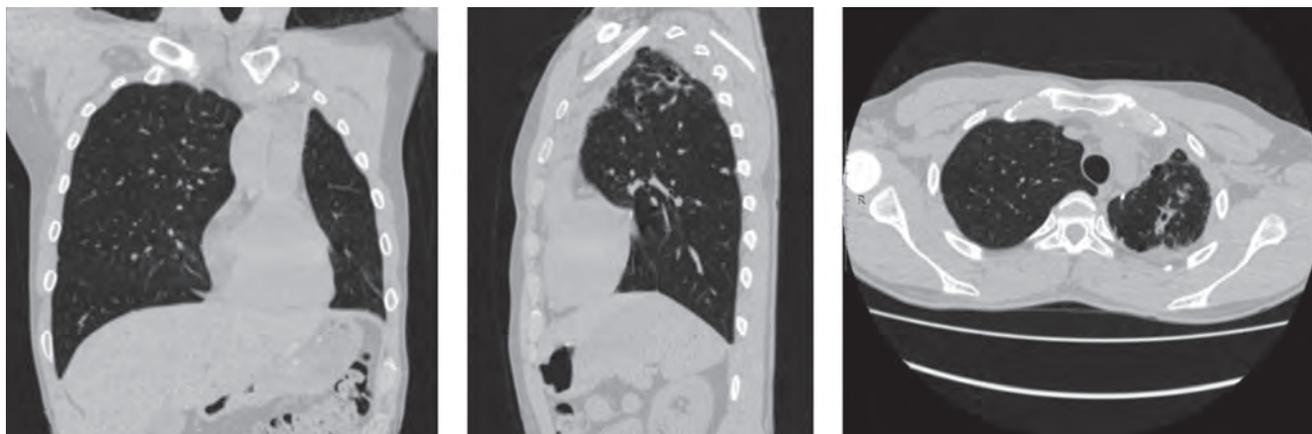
МСКТ ОГК через 7 мес химиотерапии (12.03.2018)
